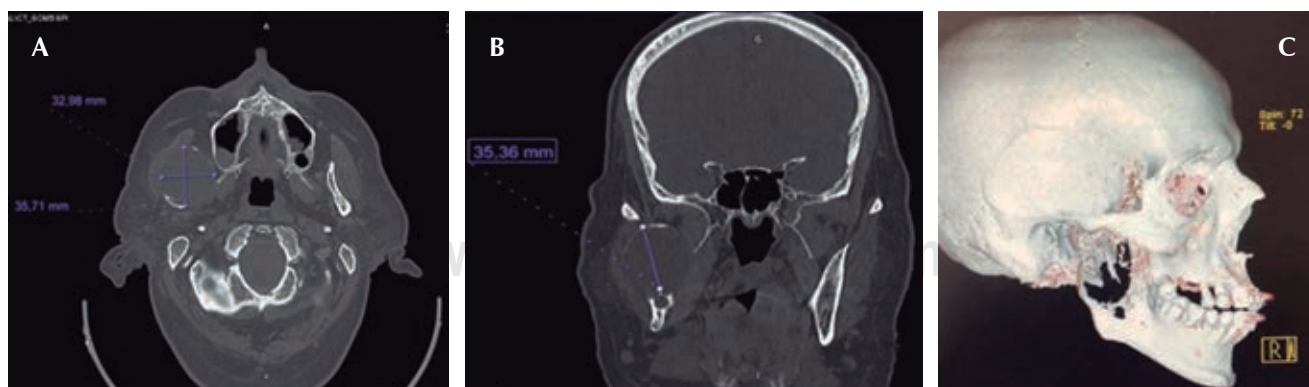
Tomografía inicial. A) Corte axial y B) Coronal. Se muestra evidencia de masa heterogénea e hipodensa del lado derecho, contornos definidos con dimensiones de 35.71×32.96 . C) Perfil tridimensional con evidencia del daño en cuerpo y rama ascendente.
